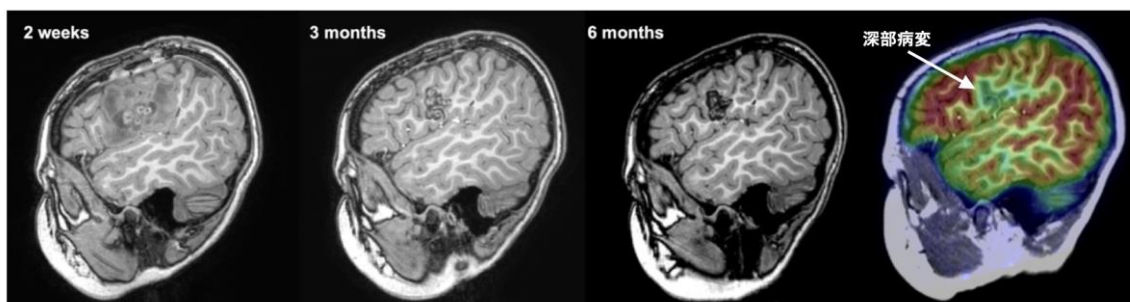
治療半年後のMRIを見ると深部の病変のみが正確に治療されていることが明らかになった
